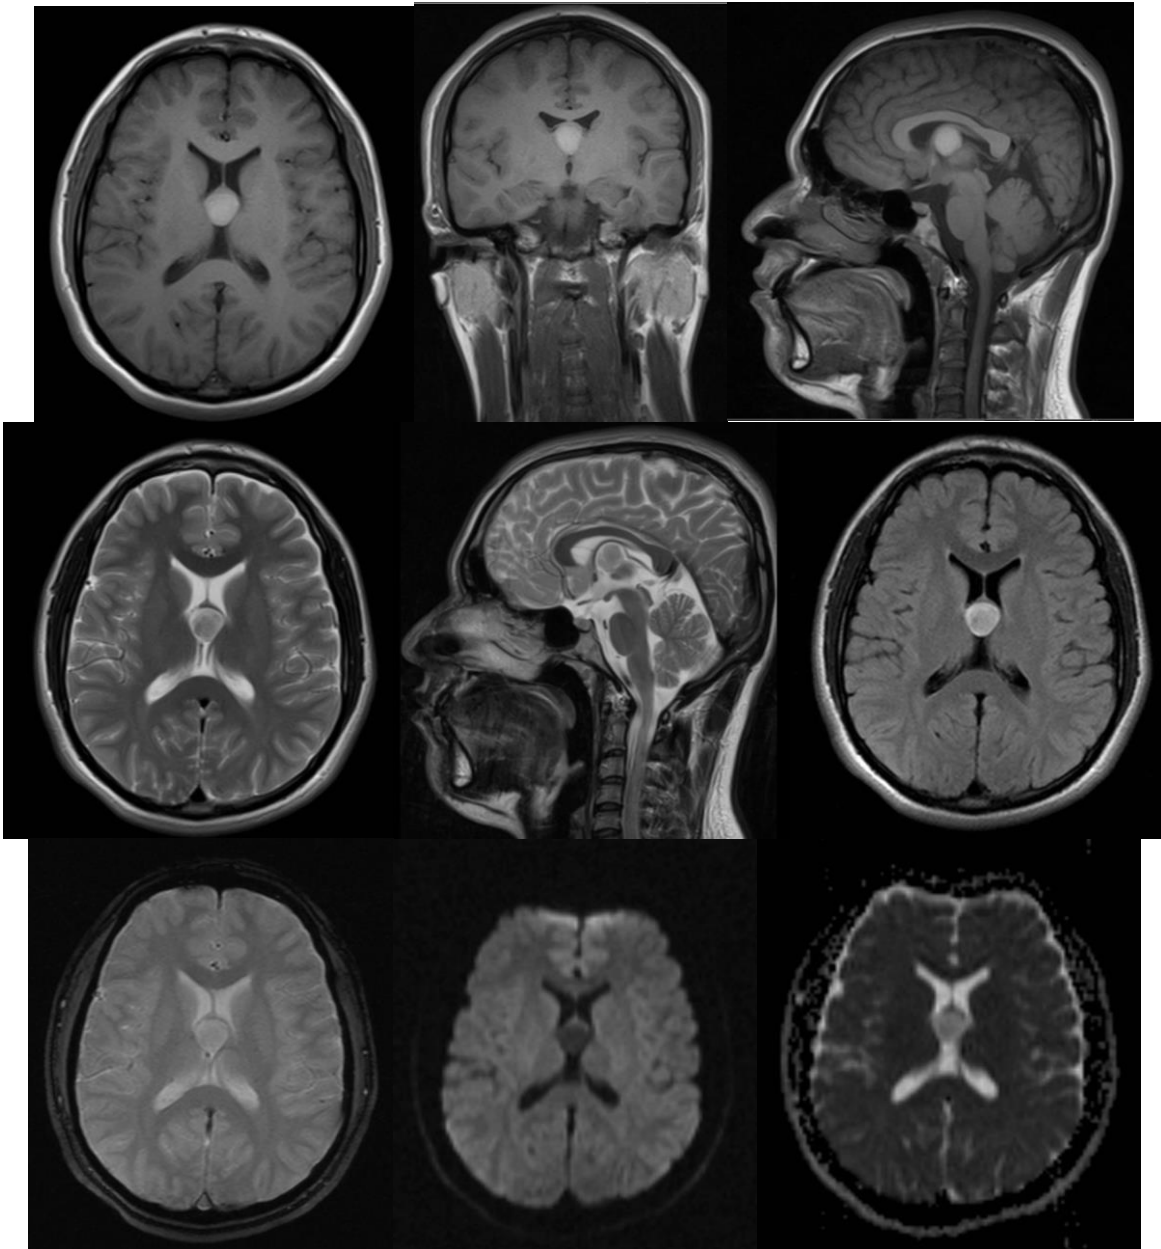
Masculino de 46 años de edad la cual ha presentado múltiples episodios de cefalea intensa por lo que acude al servicio de admisión continua de esta UMAE. RM de encéfalo (a) axial, (b) coronal y (c) sagital en secuencia ponderada en T1 en el cual se demuestra una lesión redondeada de bordes bien definidos e interior homogéneo hiperintensa, de localización en el tercer ventrículo. (d) axial y (e) sagital en secuencia ponderada en T2 en el cual se demuestra una lesión redondeada de bordes bien definidos e interior homogéneo hipointenso. (f) axial, en secuencia ponderada en FLAIR en el cual se demuestra una lesión redondeada hiperintensa. (g) axial en secuencia eco de gradiente o T2\* en donde no se demuestra susceptibilidad magnética. (h –i) axial en secuencias difusión y ADC la cual no se demuestra restricción a la difusión.
